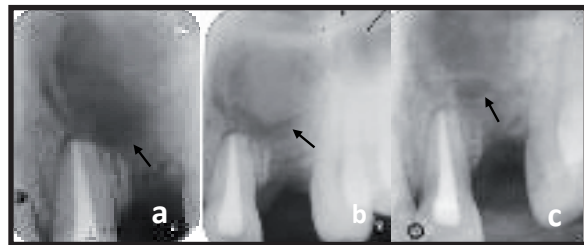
Radiografías periapicales. a: Control postoperatorio a los ocho días. b: Control postoperatorio al mes. c: Control postoperatorio a los tres meses.
